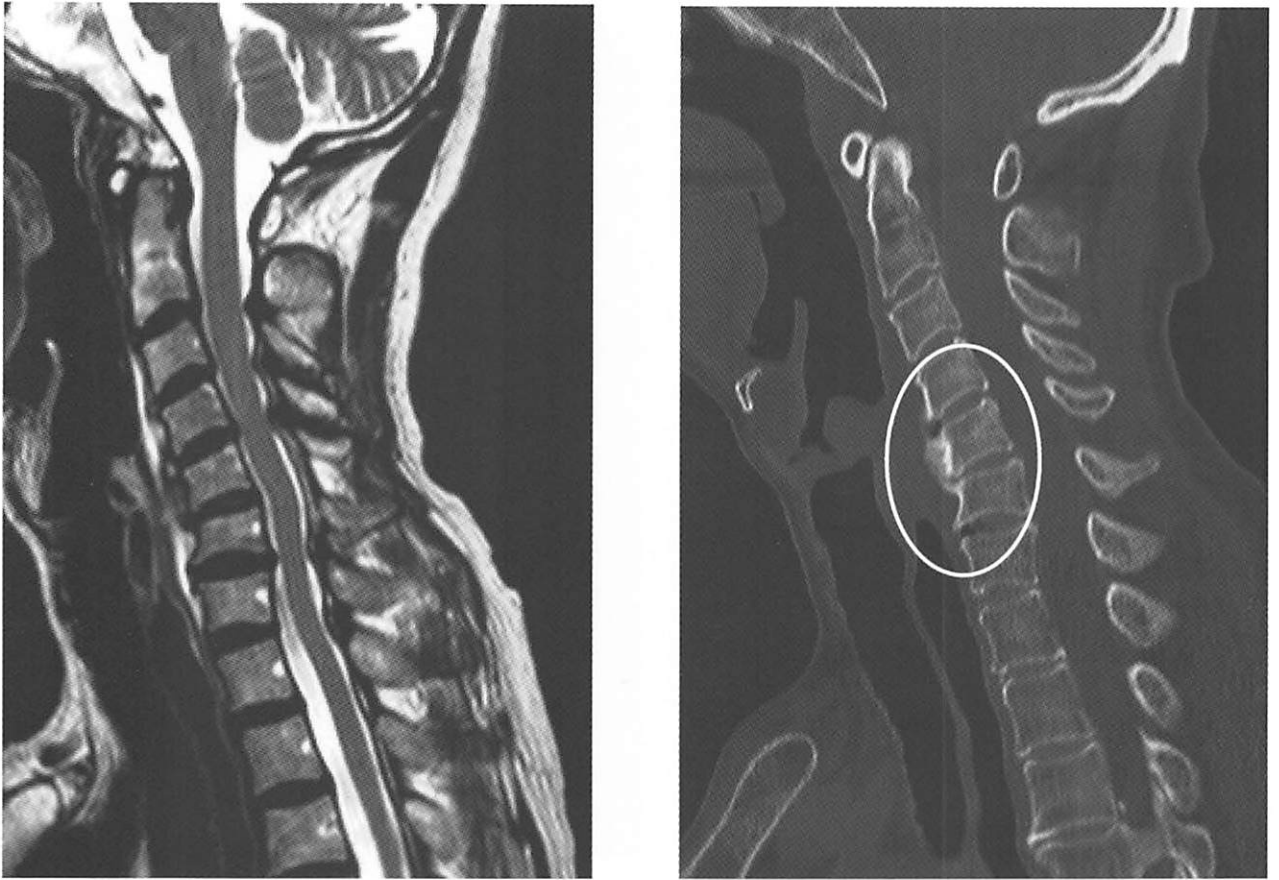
仰臥位でMRI，CTを施行、頸椎は伸展していたが，C4-C6の局所後弯が見られる．またCTではC4-6に骨棘の形成が見られた．
